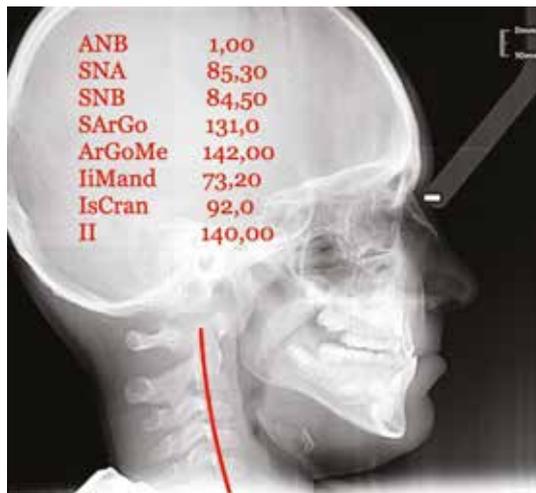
Teleradiografia iniziale con evidente inversione della curva cervicale
